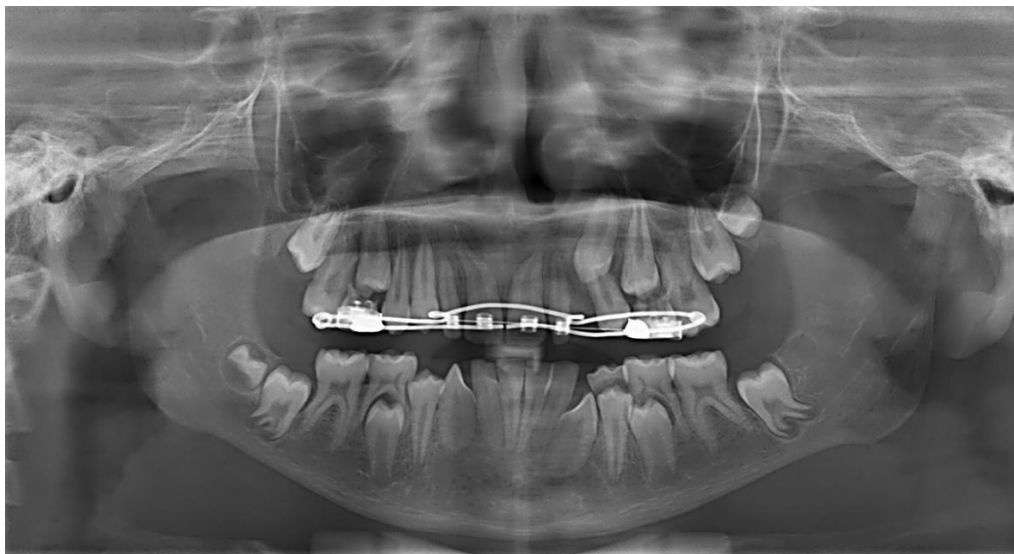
Radiografia panorâmica – 2021
